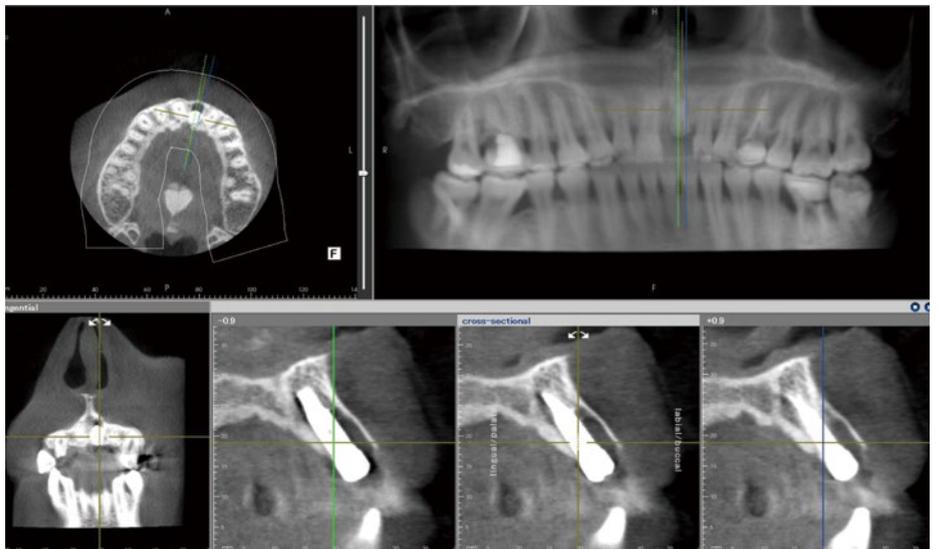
1部インプラント埋入後のCT像。愛護的に抜歯を行ったことで唇側骨板がきれいに残っている。また、HDDが2mm以上確保できているのが確認できる。
